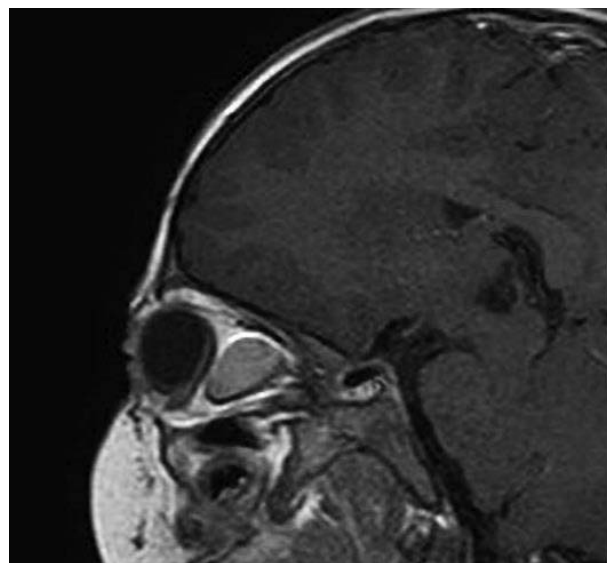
Глиома зрительного нерва МРТ, T1-W.
